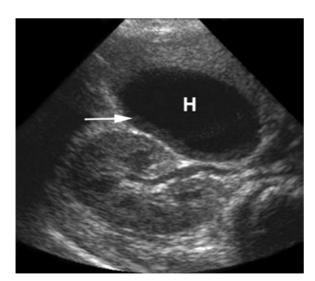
5 Monate alter Junge mit Gallenblasenhydrops bei Kawasaki-Syndrom. Im B-Bild-Sonogramm neben der Auftreibung der Gallenblase (*H*) deutlich verdickte Wand des Organs (*Pfeil*)
